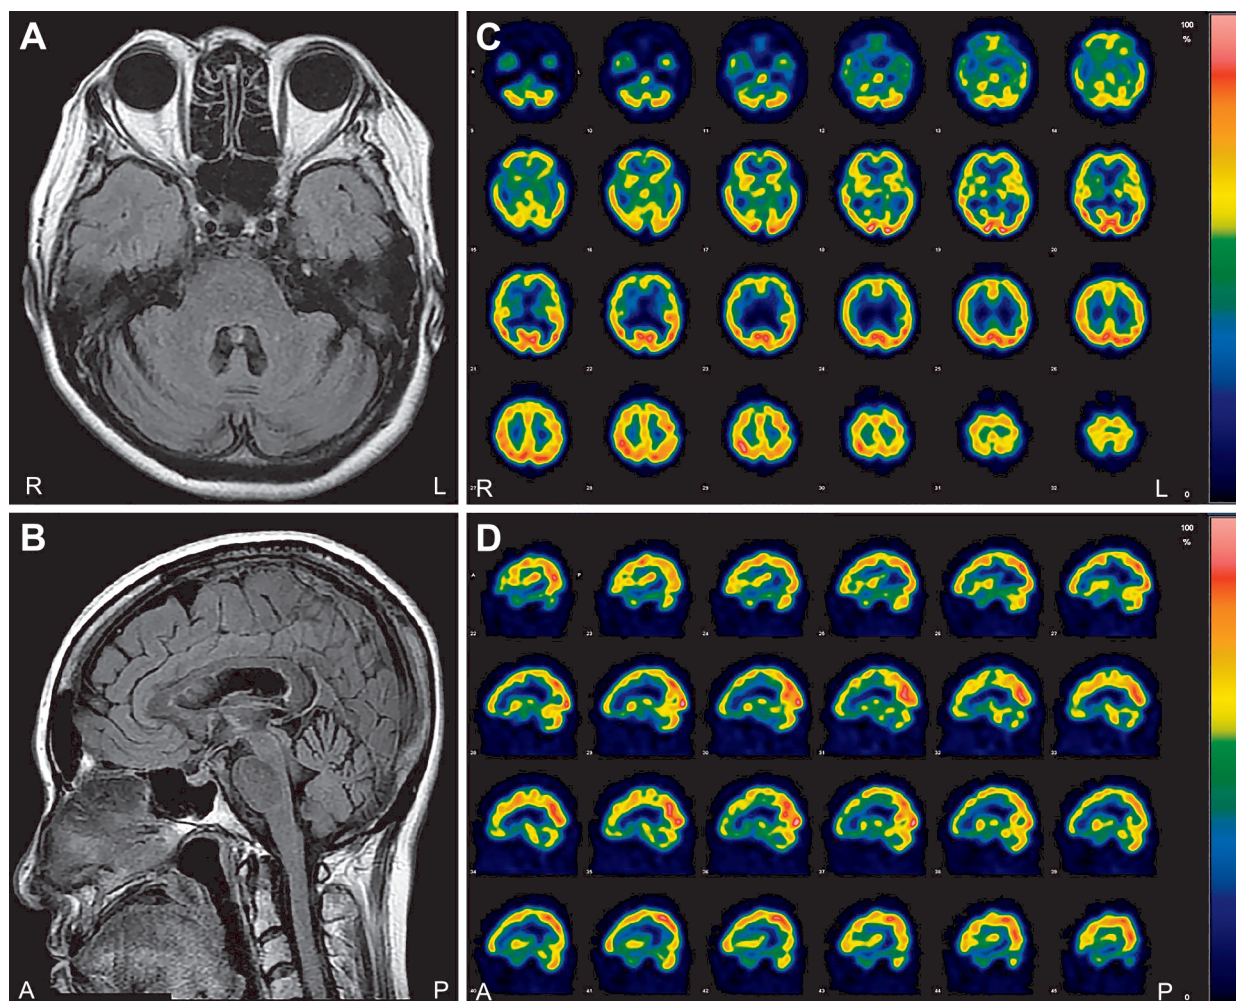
Brain MRI (A, B) and ^{99m}Tc -ECD SPECT (C, D) findings.
